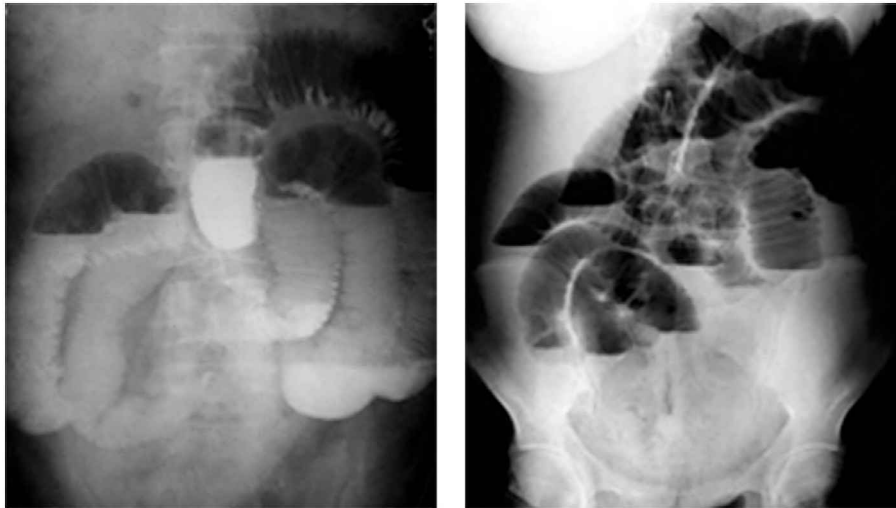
Керкрінгові складки (рентгенограми)
